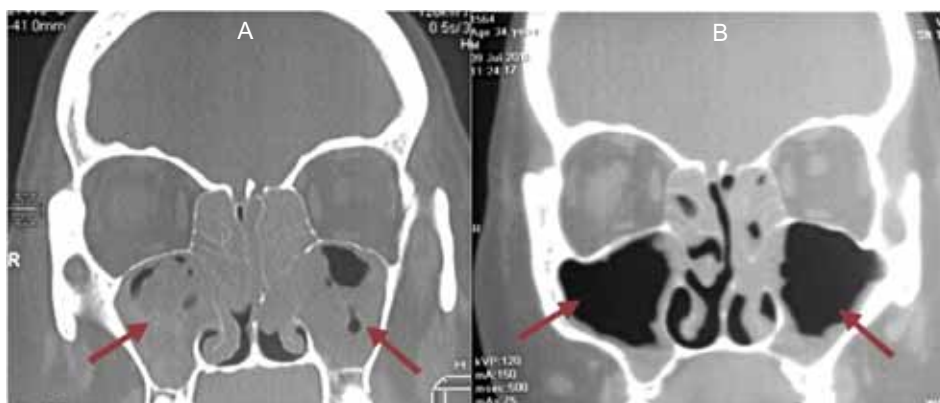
Компьютерная томография носа и придаточных пазух больной Б.: А – исходные данные (16.09.15), В – на фоне лечения препаратом меполизумаб (09.07.18). Стрелками показаны изменения, отражающие выраженность полипозных вегетаций в верхнечелюстных пазухах в динамике лечения
